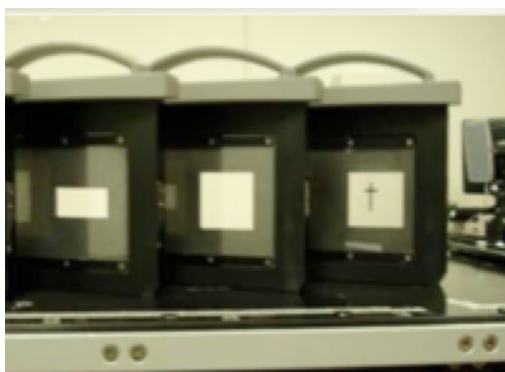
(a) 散乱測定のための実験的な配置。X線出射口に撮影領域を制限するための鉛のコリメータが装着されている。(b) 開口幅の異なる鉛コリメータ (例)。
